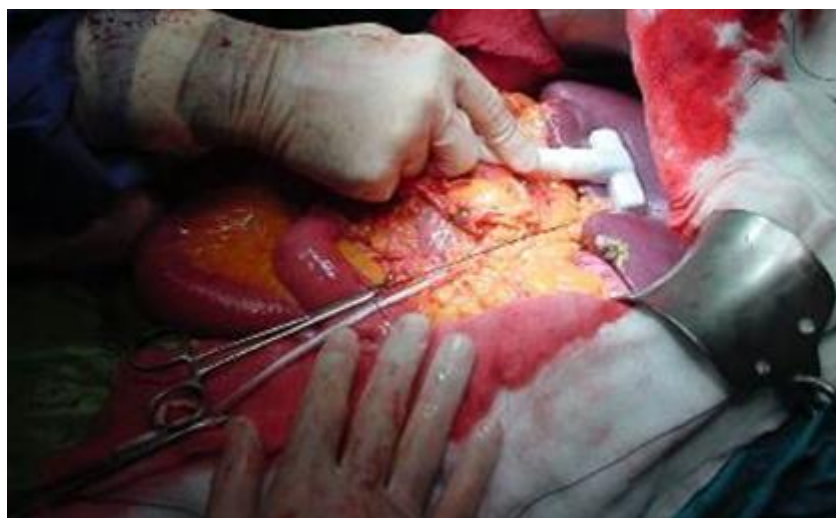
Ecógrafo transoperatorio. Ecografía transoperatoria (Imágenes obtenida por los autores).
